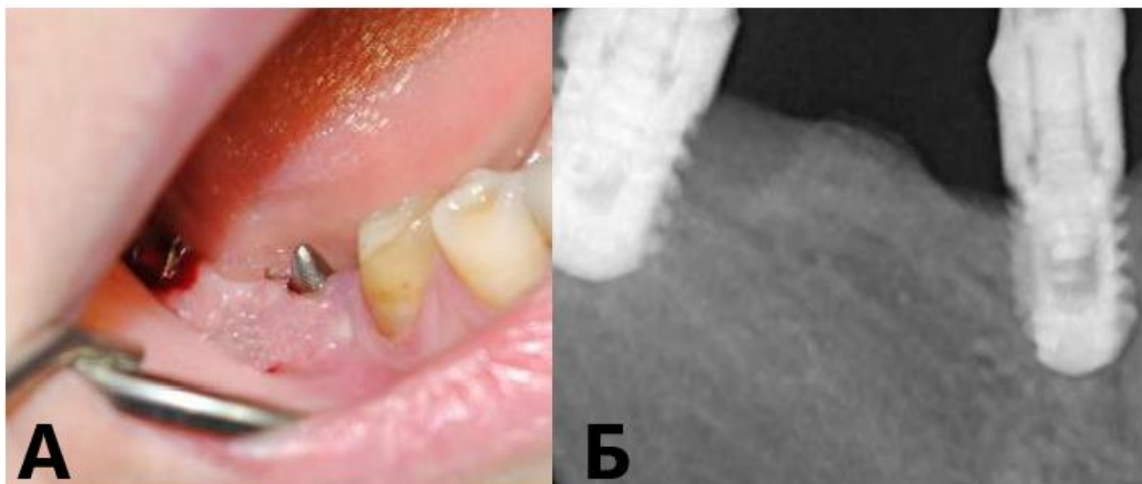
Пациент Б-в В.М. с сахарным диабетом. А - визуально: отек, гиперемия слизистой оболочки десны, развитие грануляций, гнойное отделяемое из-под десны, Б - рентгенологически: интенсивная резорбция костной ткани в области имплантатов.
